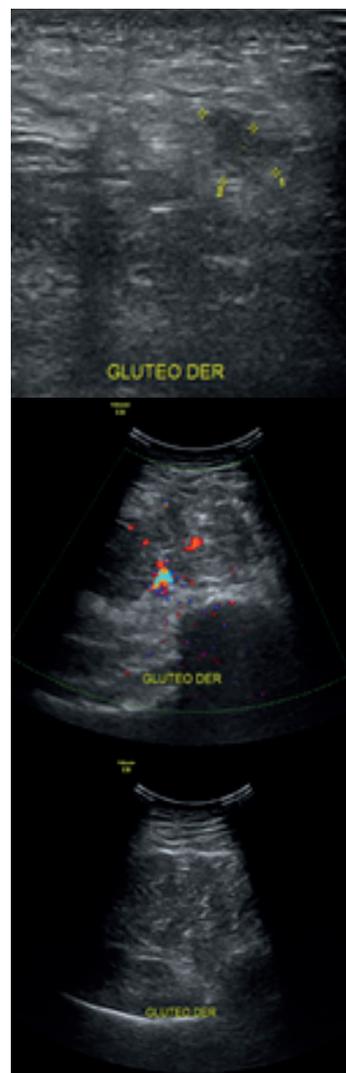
Ecografía de partes blandas.
